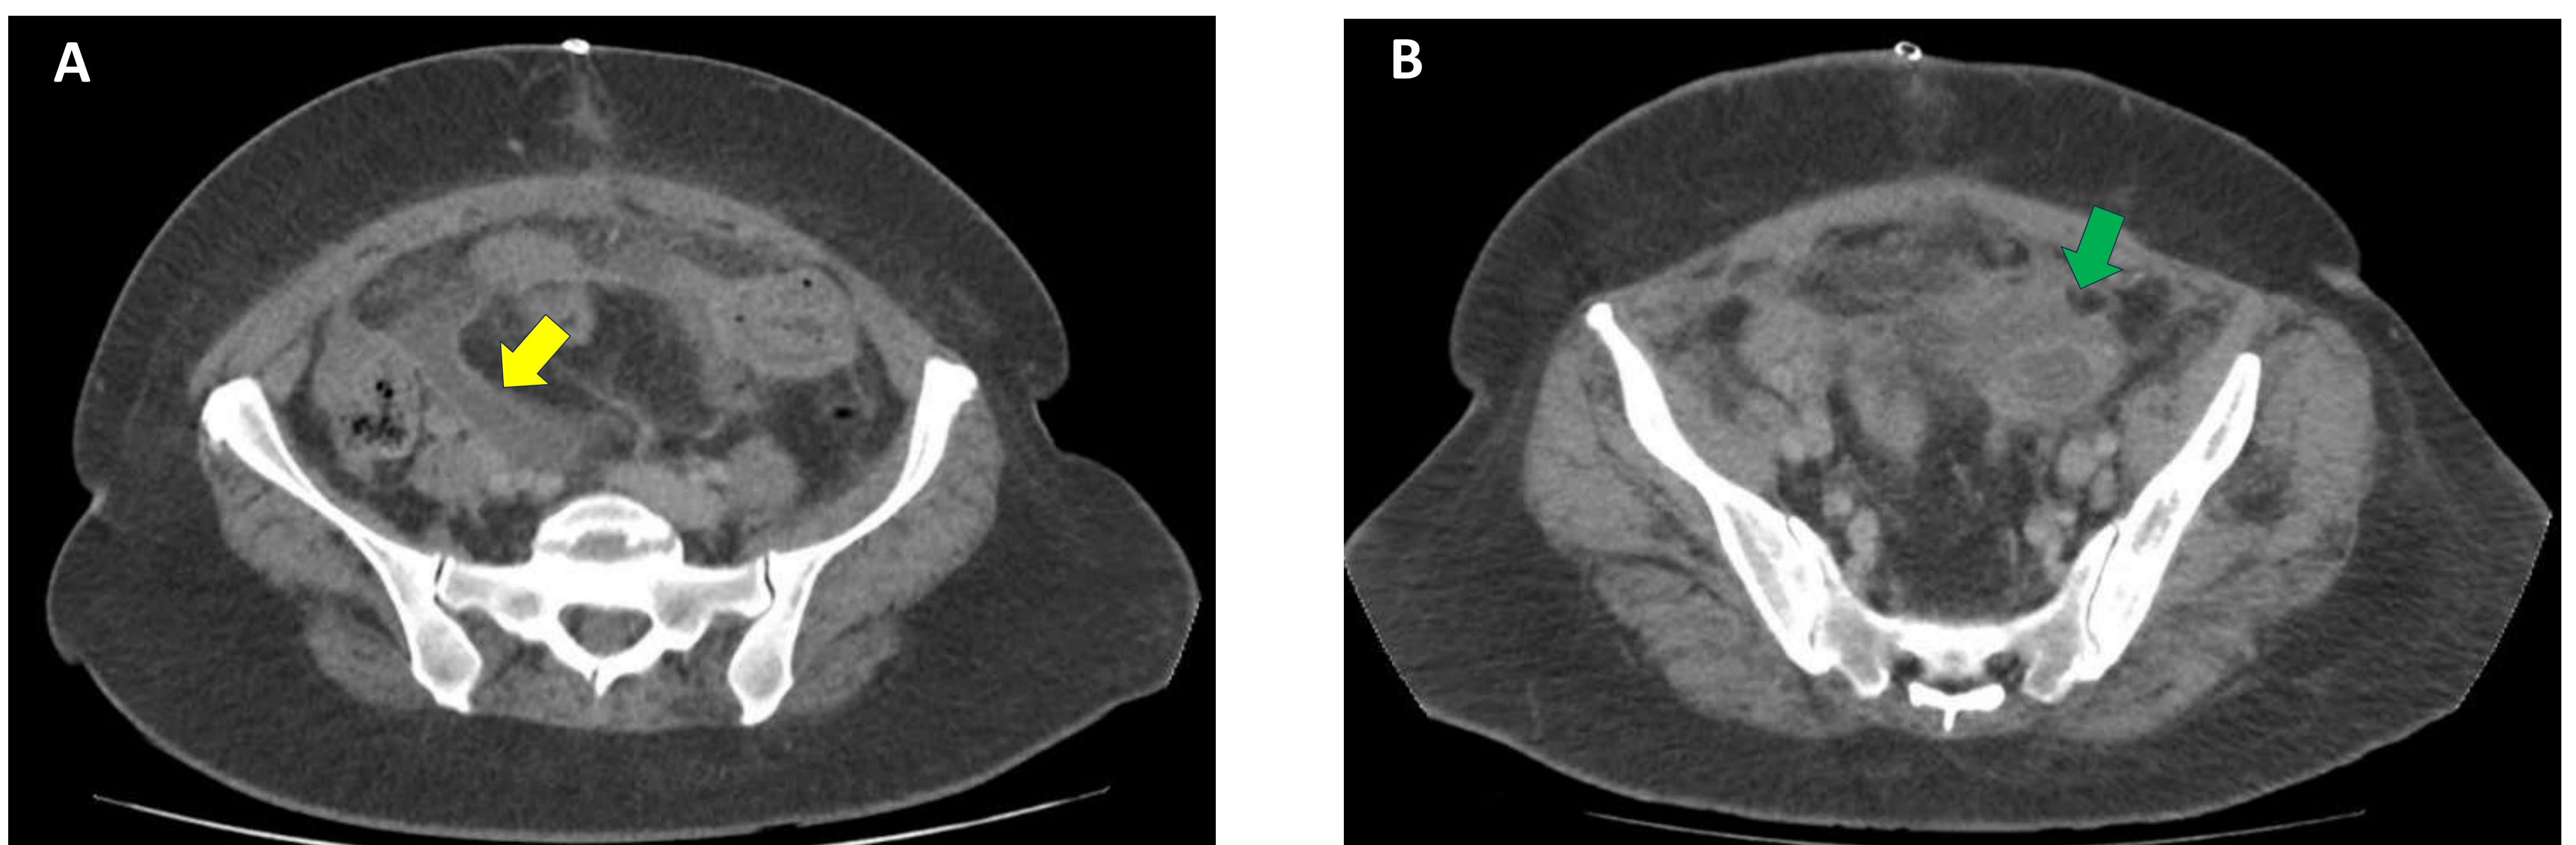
TC abdominopélvico con contraste, cortes axiales (A y B). Abscesos postquirúrgicos tras apendicectomía laparoscópica a nivel pélvico (*flechas*).
